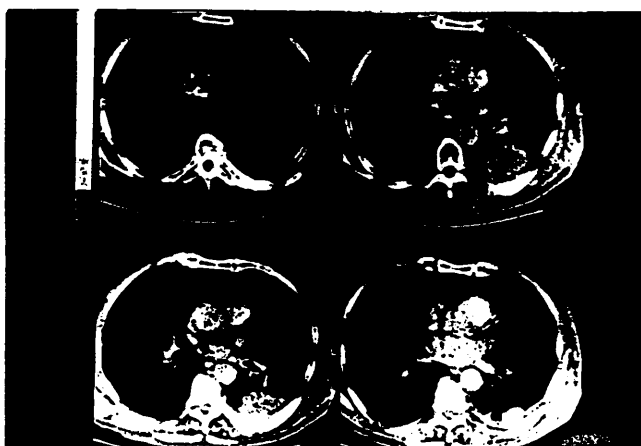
Carcinoma epidermoide periférico, con engrosamiento pleural y sin plano de clivaje con pared costal. En el corte 15 parece apreciarse invasión costal directa. Hilios normales. El estudio histológico de la pieza muestra el tumor extendido a pleura y músculos de pared torácica pero la costilla no está infiltrada. Falso positivo del CT para invasión costal.
